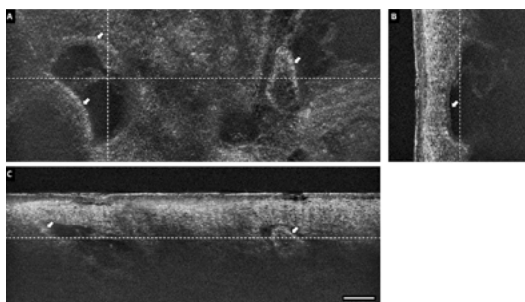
Examen d'un angiokératome sur la partie postérieure inférieure de la jambe d'un-e patient-e de 13 ans. Tomographie par cohérence optique confocale en champ linéaire (LC-OCT), coupe horizontale (axe xy, A) et verticale (axe yz, B; et axe xz, C) montrant une acanthose épidermique avec allongement anormal des papilles dermiques. Le derme papillaire contient de grands espaces vasculaires vides délimités par des cellules endothéliales (couche de cellules légèrement réfléchives; flèche blanche). Les lignes pointillées sur l'axe A correspondent aux coupes verticales illustrées en B et en C. Echelle : 100 μ m.
